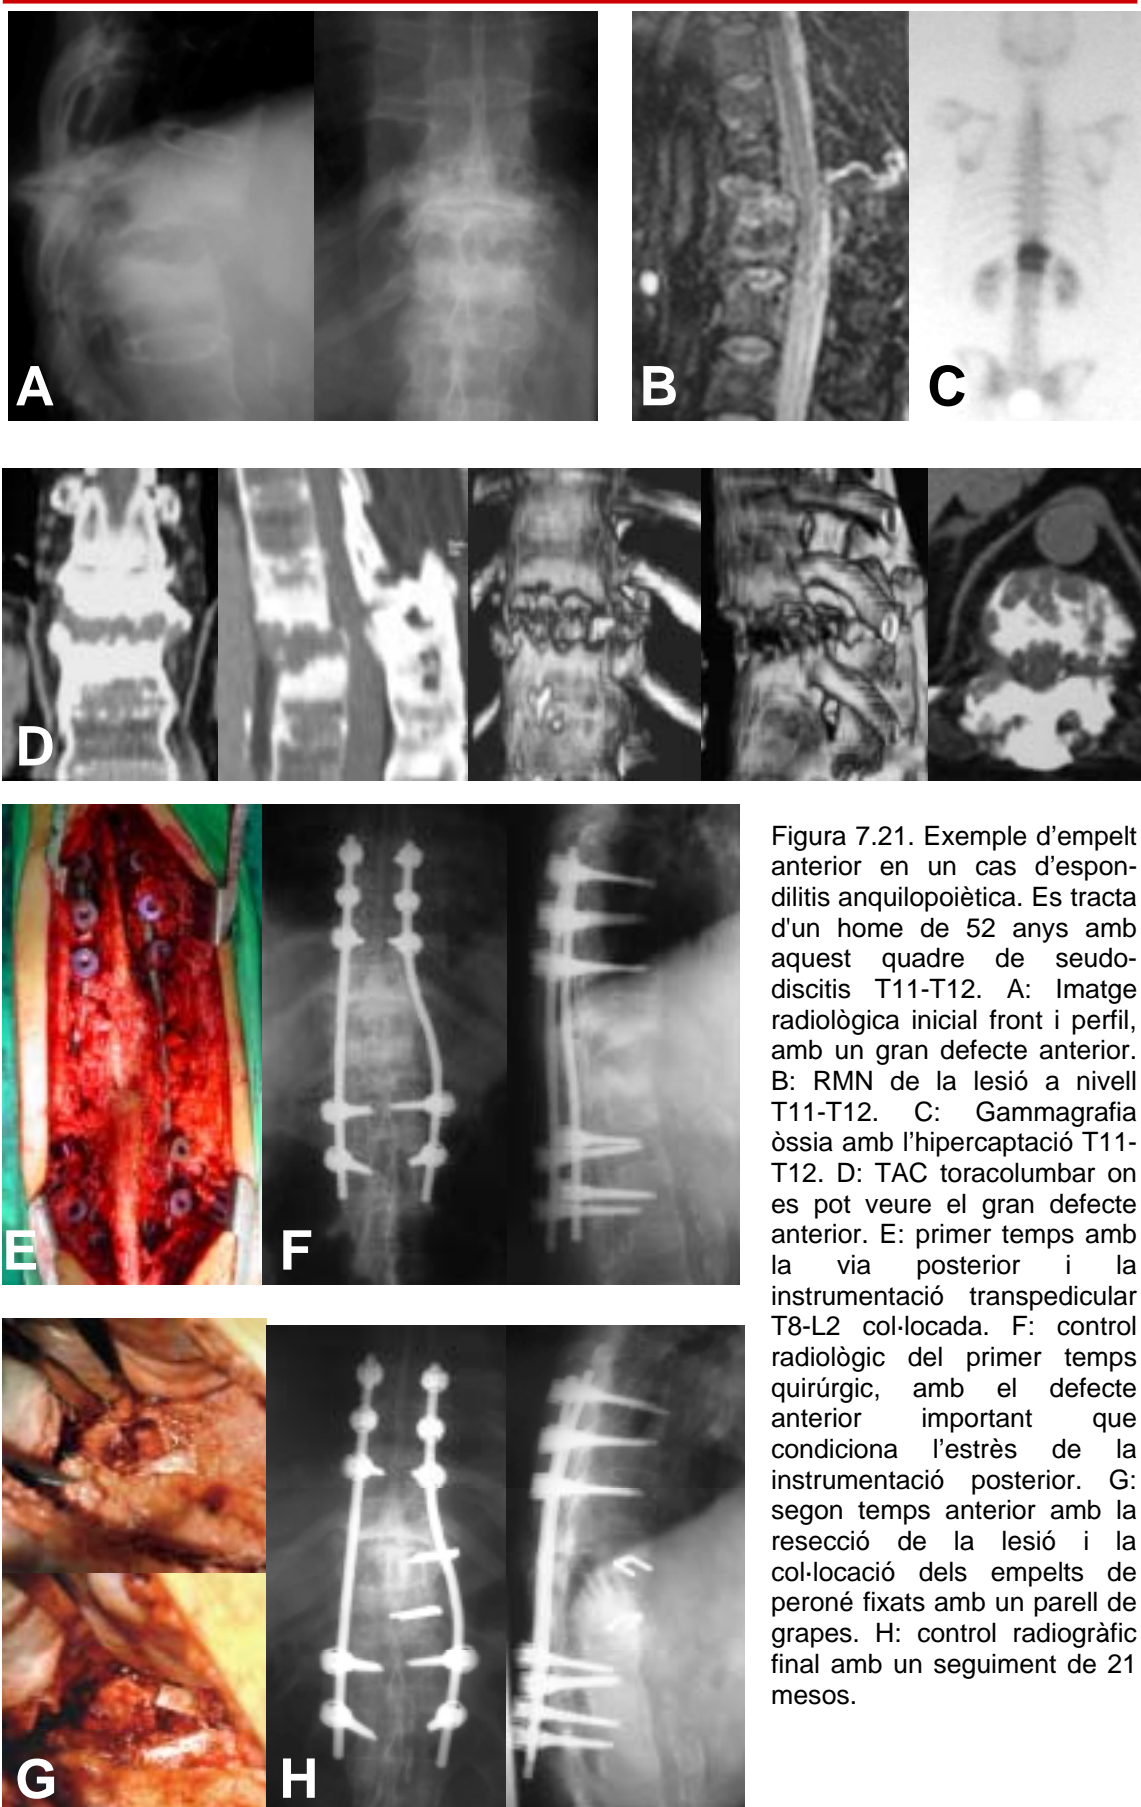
Exemple d'empelt anterior en un cas d'espondilitis anquilopoiètica. Es tracta d'un home de 52 anys amb aquest quadre de pseudo-discitis T11-T12. A: Imatge radiològica inicial front i perfil, amb un gran defecte anterior. B: RMN de la lesió a nivell T11-T12. C: Gammagrafia òssia amb l'hipercaptació T11-T12. D: TAC toracolumbar on es pot veure el gran defecte anterior. E: primer temps amb la via posterior i la instrumentació transpedicular T8-L2 col·locada. F: control radiològic del primer temps quirúrgic, amb el defecte anterior important que condiciona l'estrès de la instrumentació posterior. G: segon temps anterior amb la resecció de la lesió i la col·locació dels empelts de peroné fixats amb un parell de grapes. H: control radiogràfic final amb un seguiment de 21 mesos.
